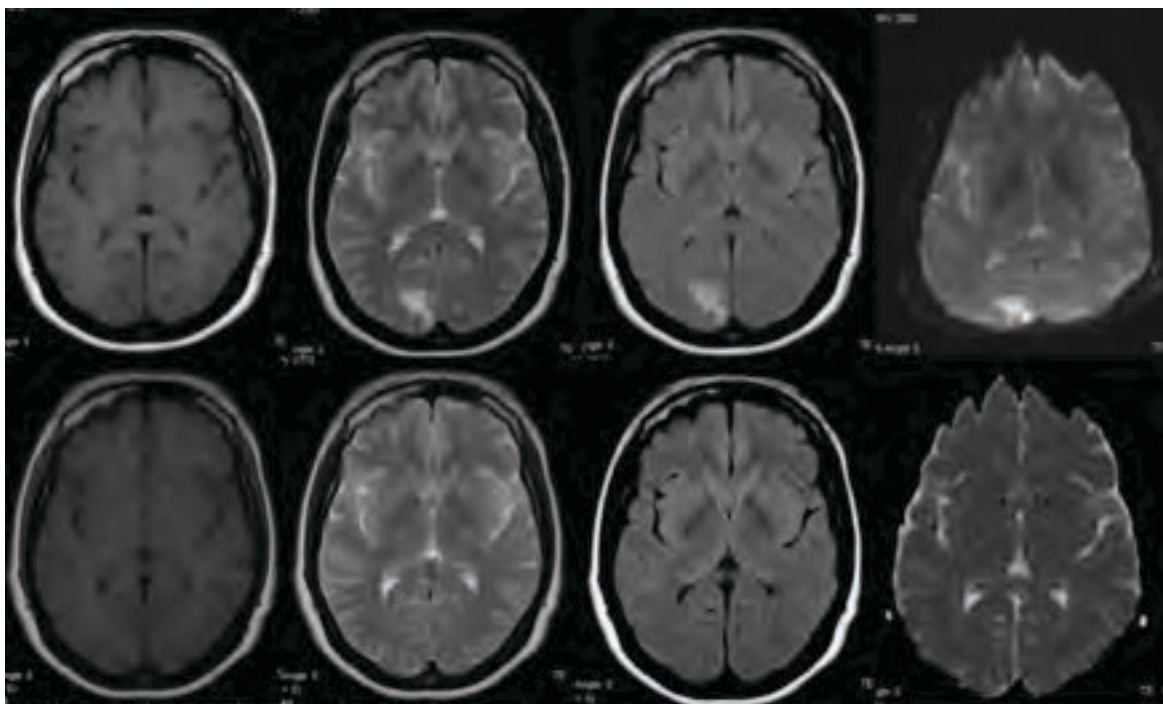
Imágenes de Resonancia 1,5 U. T. con cortes axiales en Eco Spin para T1 (a), T2 (b), Flair (c), Dwi (d) que muestran recurrencia en casi un año de luego del primer episodio observándose sutil baja señal focal subcortical edematosa parietal posterior paramediana derecha en T1 con hiperintensidad en T2 y Flair con hiperseñal en Dwi. En el control realizado 50 días después en T1 (e), T2 (f), Flair (g), Dwi (h) se aprecia resolución total del foco.
